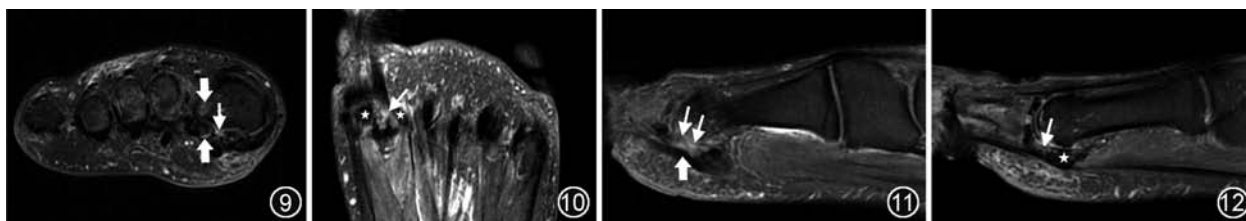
10 第 1 跖趾关节损伤 MRI 图像。冠状面脂肪抑制(FS)-T₂WI(图 9)及横断面 FS-T₂WI(图 10)显示籽骨间韧带撕裂, 呈明显高信号(细↑), 并可见籽骨(☆)及跖骨头内侧骨髓水肿(粗↑) 图 11, 12 跖板撕裂 MRI 图像。矢状面 FS-T₂WI 示跖板及籽趾韧带撕裂(细↑), 粗↑示拇长屈肌腱, ☆示籽骨
